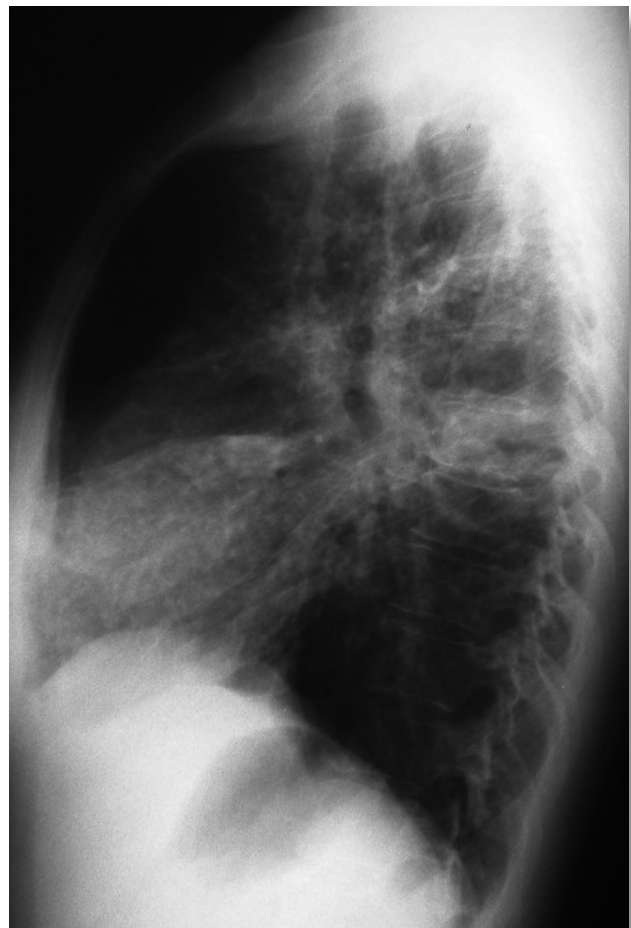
Radiografía lateral de tórax (opacificación de la base derecha, sobre todo en el lóbulo medio).
